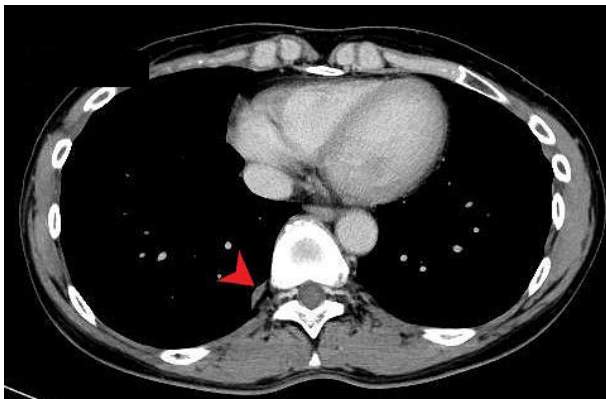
An abdominal CT scan obtained 2 years earlier showed the mass as right pleural thickening of only 15 × 5 mm at the same site (arrowhead).
